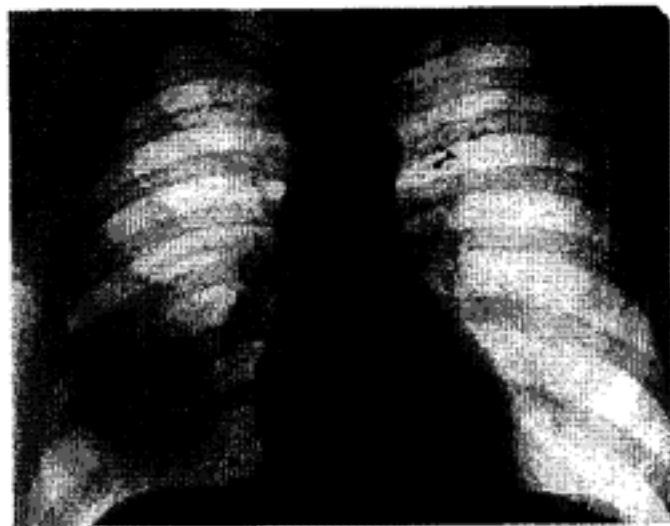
Гострий абсцес нижньої частки правої легені в стадії некротичної пневмонії. Оглядова рентгенограма грудної клітки, пряма проекція.
